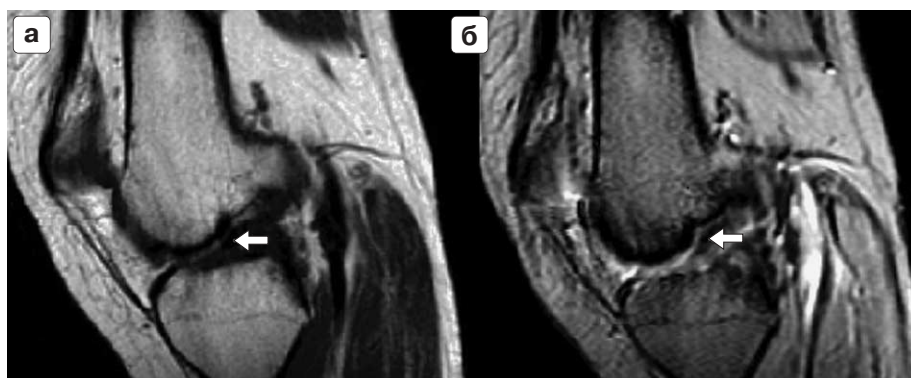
МРТ коленного сустава. Внутрисвязочный разрыв передней крестообразной связки (стрелка). Косо-сагиттальная проекция, T1 ВИ в ИП SE (а) и T2* ВИ в ИП GRE (б).
